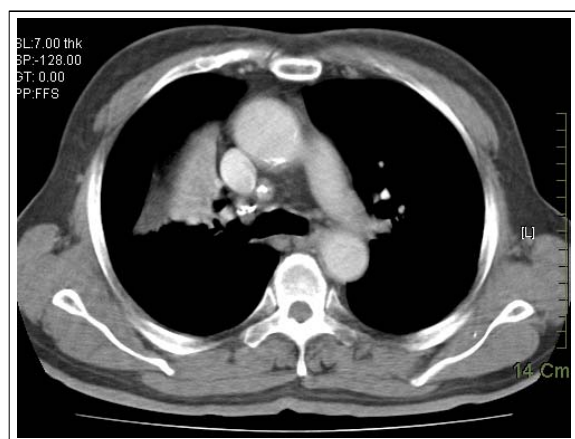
Computed tomogram of the chest shows occlusion of right upper lobe bronchus with atelectasis without a definite mass. There are calcified lymph nodes around right upper lobe bronchus and mediastinum and hilar area.
